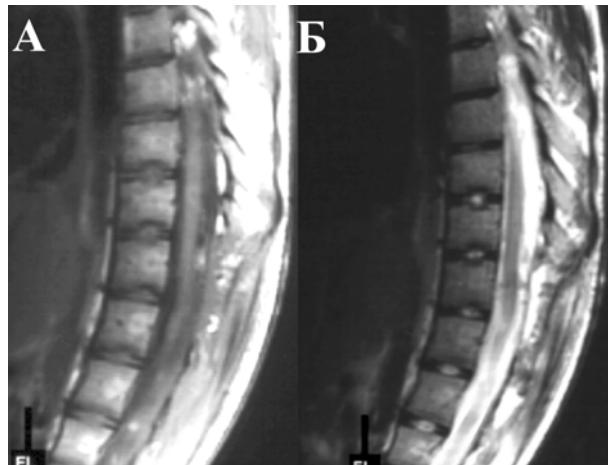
Перимедулярна АВМ на рівні T_x-L_{II} . МРТ після видалення АВМ. А — T_1 режим, сагітальний зріз; Б — T_2 режим
